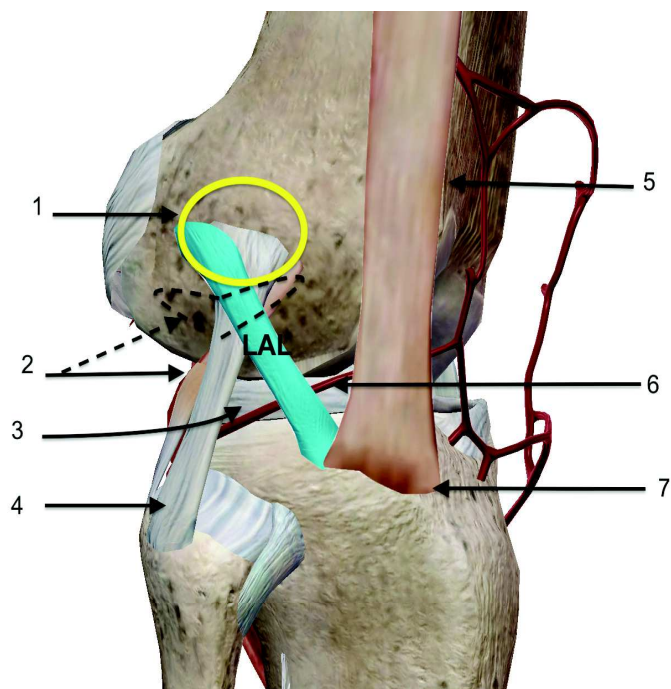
Structures d’intérêt repérées sous échographie et nécessaires à l’identification du LAL (Genou droit).
